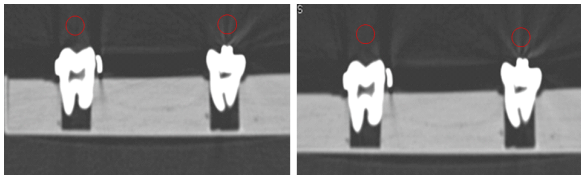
Measurement of CT value for MAR in application.
